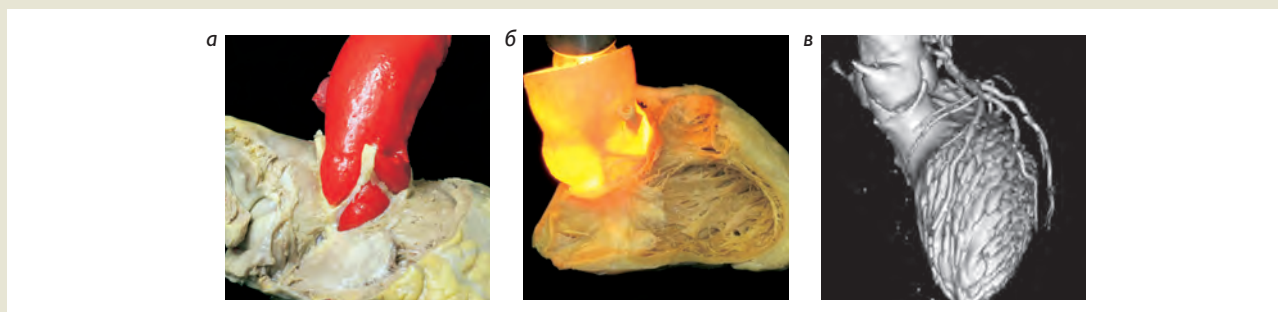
Представлены: а – геометрия межстворочного треугольника между правым коронарным и некоронарным синусами корня аорты; б – взаимоотношение мембранозной перегородки с некоронарным синусом корня аорты; в – трехмерная реконструкция пластинированного препарата с рентгенконтрастной заливкой. Визуализируется изменение геометрии межстворочных треугольников из-за нарушения замыкательной функции аортального клапана.
